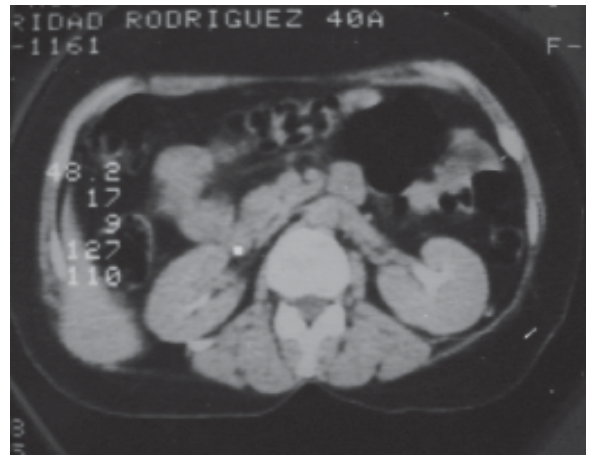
Tomografía axial computarizada con un corte al nivel del tercio medio de ambos riñones.
